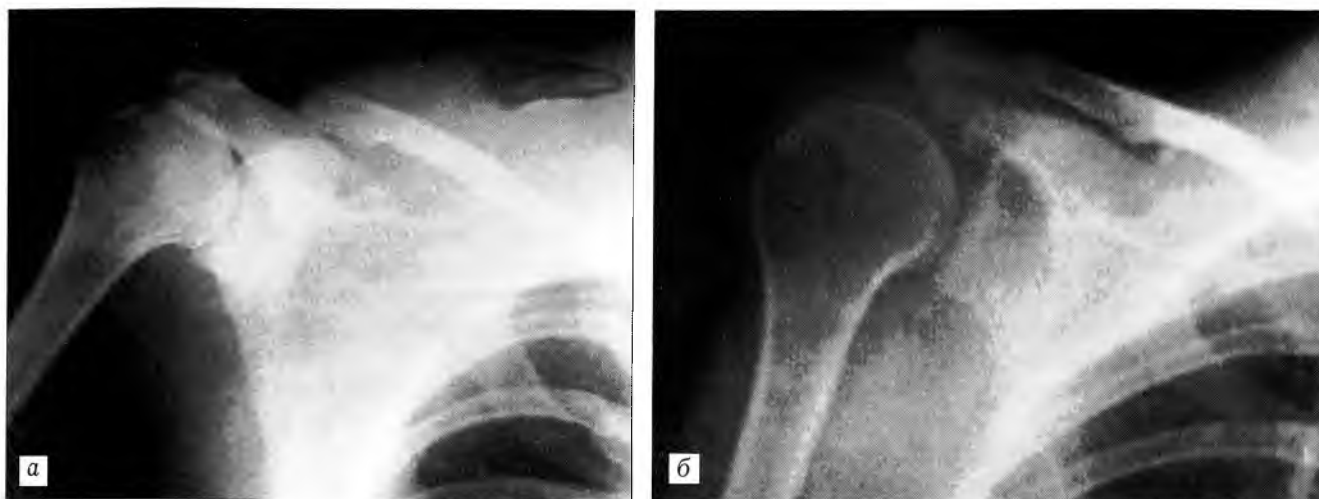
Рентгенограммы больной Т. при поступлении (а) и через 8 мес после травмы (б).
